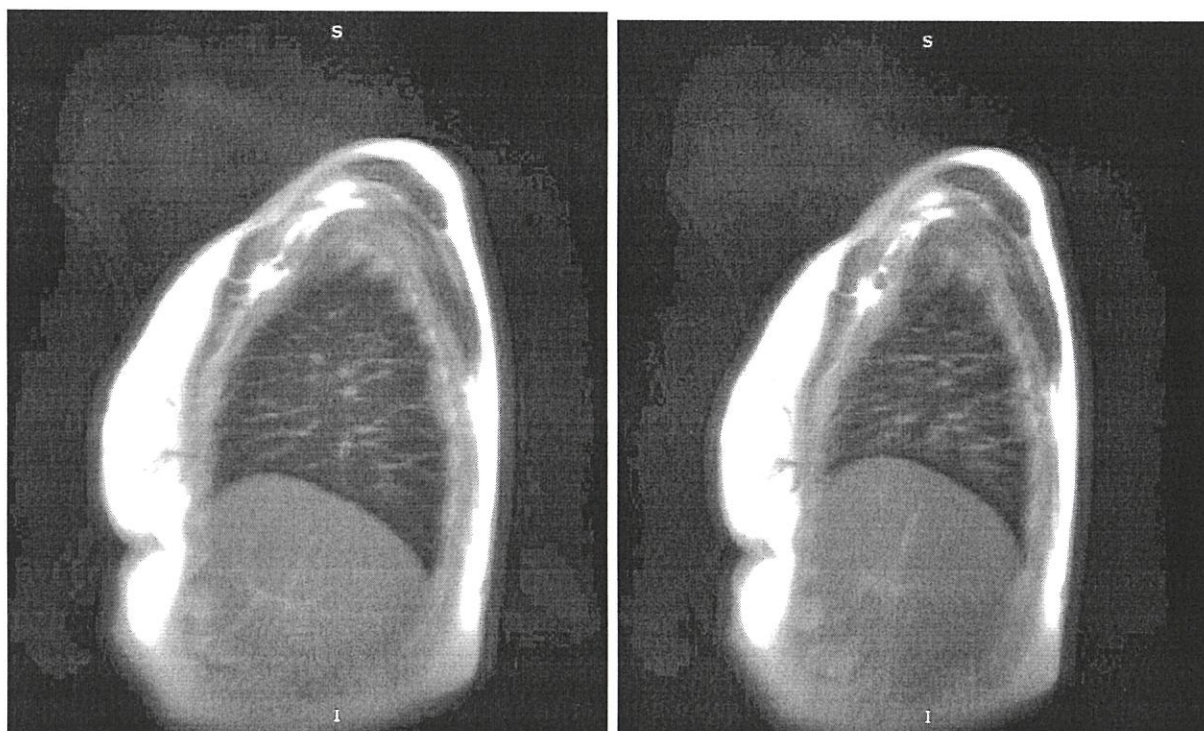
МРТ легких, сагиттальная плоскость, SSPF ИП. Слева на высоте вдоха, справа – на максимальном выдохе
